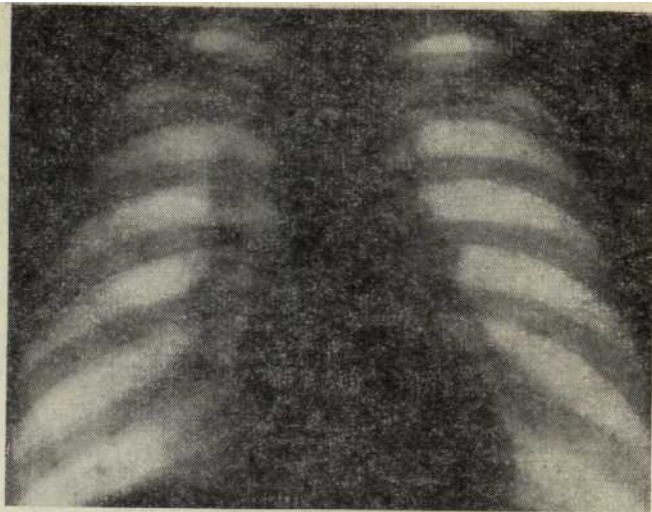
Рентгенограмма больной К.
